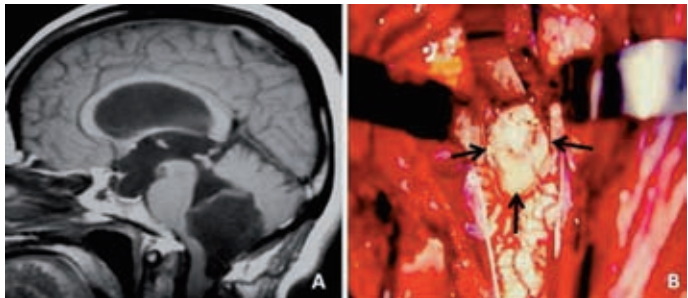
Colesteatoma del cuarto ventrículo. A: RM cerebral (fase T1). B: aspecto quirúrgico de la lesión.
